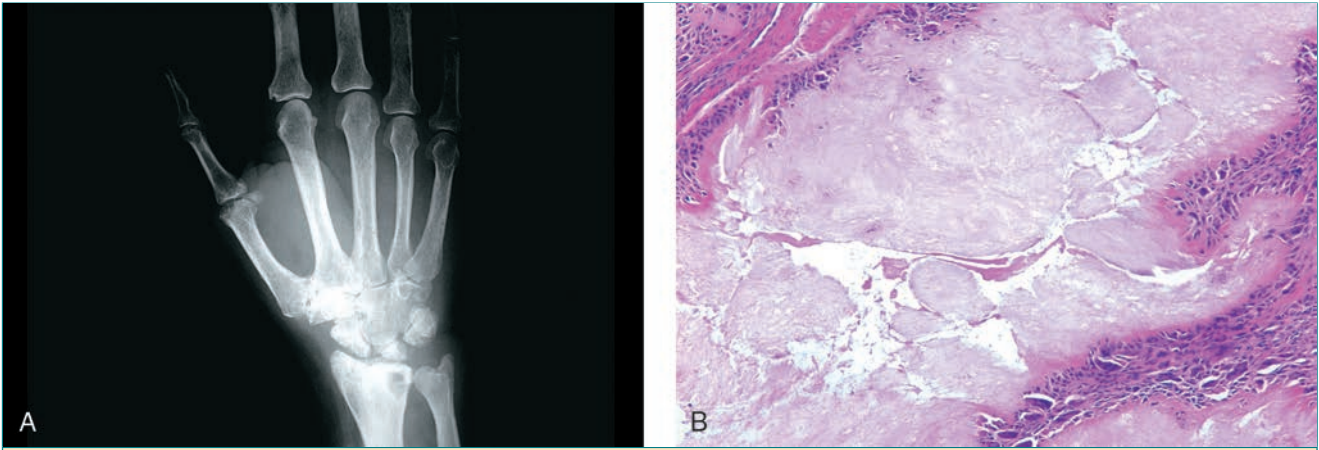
Gota. A, Radiografía anteroposterior de la mano de un paciente con gota en la que se observa una lesión radiotransparente en el radio distal y lesiones erosivas en los huesos del carpo. B, Tinción de hematoxilina-eosina de la lesión de un paciente con gota. Puede apreciarse que las áreas toféceas son amorfas y blanquecinas y están rodeadas de células inflamatorias.
